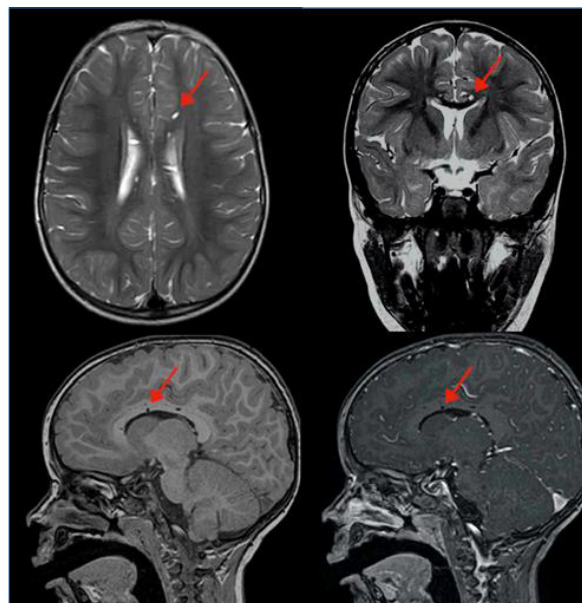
Resonancia magnética con contraste intravenoso. Las imágenes superiores corresponden a secuencias en T<sub>2</sub> en los planos axial y coronal. La imagen inferior izquierda corresponde a una secuencia sagital potenciada en T<sub>1</sub> y la imagen inferior derecha en T<sub>1</sub> con contraste. Se ven lesiones puntiformes en el cuerpo caloso que en T<sub>1</sub> y en T<sub>2</sub> tienen una señal similar al líquido cefalorraquídeo y no realzan tras administrar gadolinio intravenoso.
